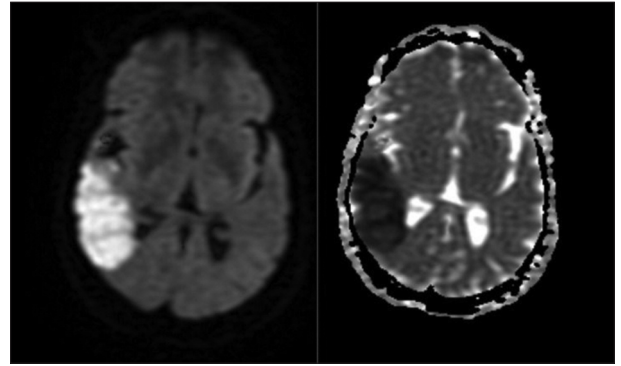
Diffusion weighted MRI
